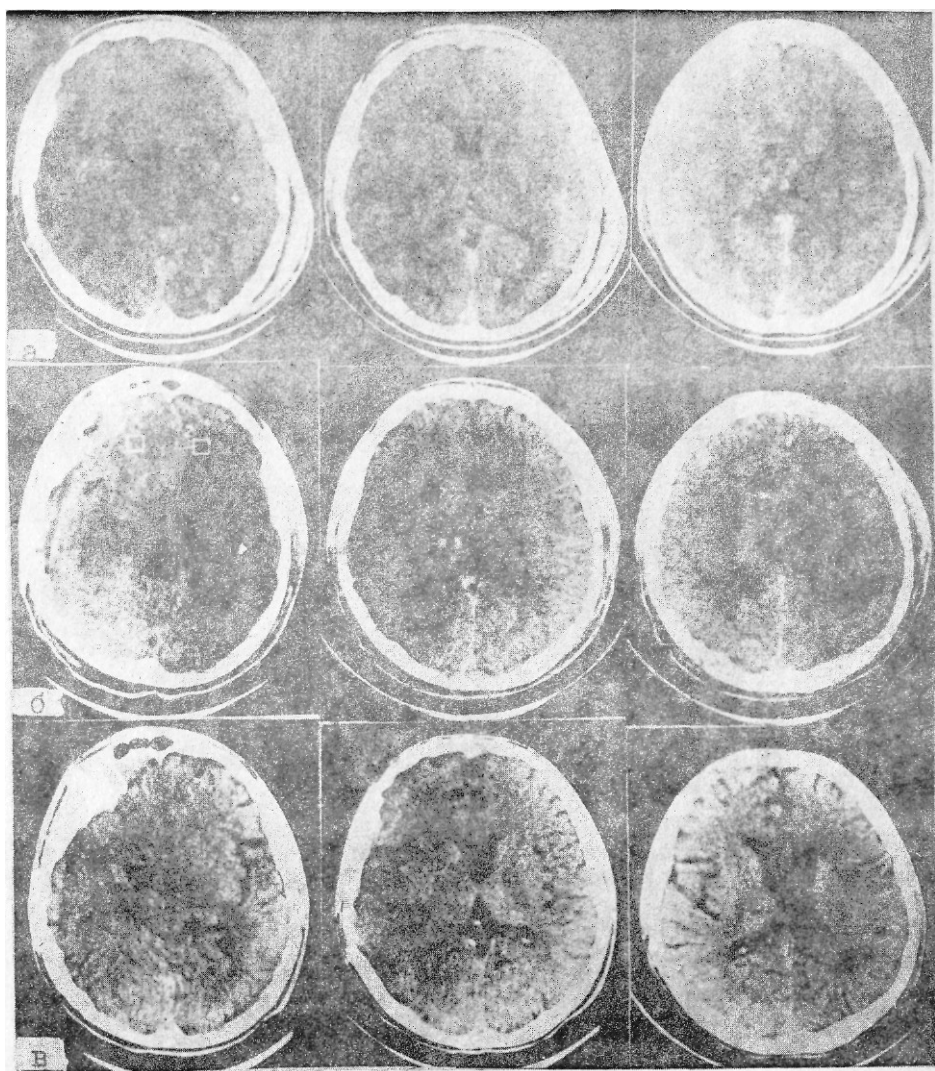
КТ головного мозга в динамике посттравматического периода:
